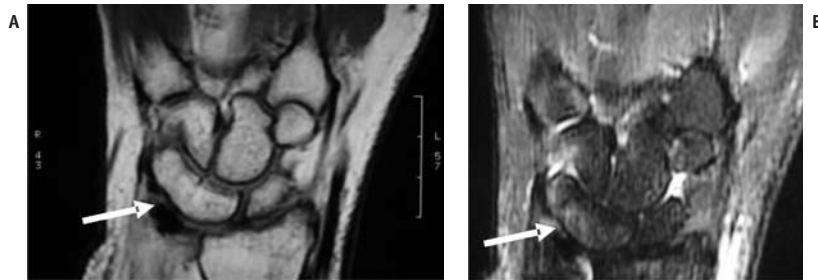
Coalizão carpal. RM do punho no plano coronal ponderada em T1 (A) evidenciando fusão entre os ossos semilunar e piramidal (seta). Na seqüência T2 com saturação de gordura (B) observa-se edema da medular óssea na topografia da fusão, caracterizado pelo hipersinal em T2, inferindo sobrecarga mecânica (seta).
